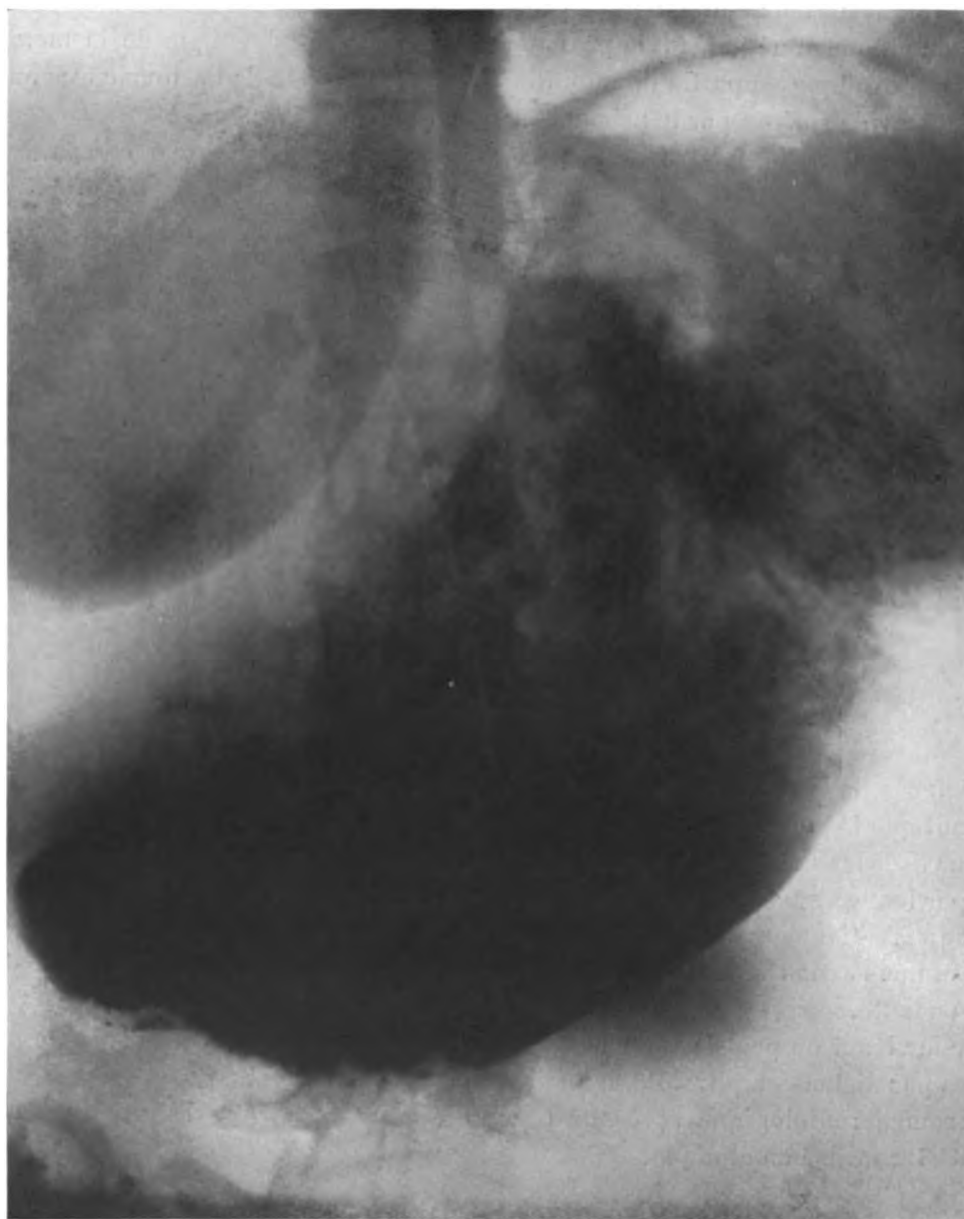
Mme L.... estomac après un repas abondant. Capacité calculée 2200 cm³. Radiographie prise pendant l'absorption de la potion opaque montrant que le cardia est au-dessous du niveau liquide dans l'estomac.
